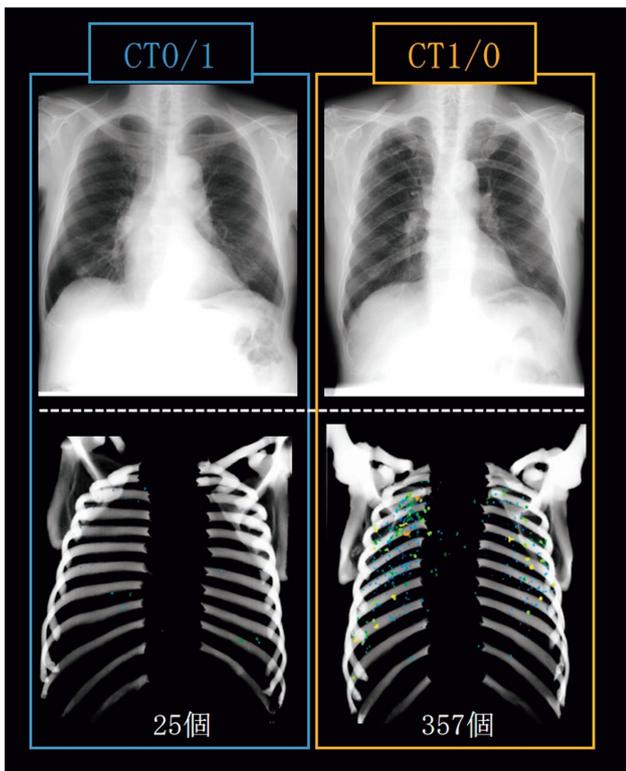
単純X線写真と3次元CT画像による粒状影の比較
